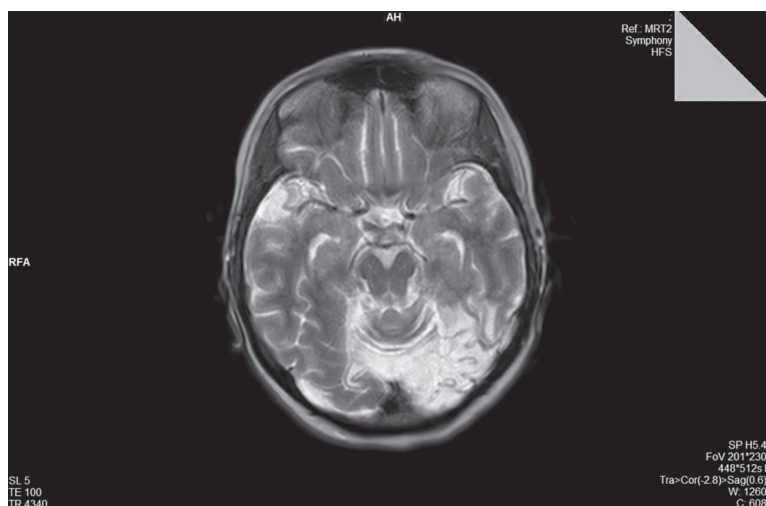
Магнитно-резонансная томограмма при синдроме MELAS (на фоне инсультоподобного состояния)
